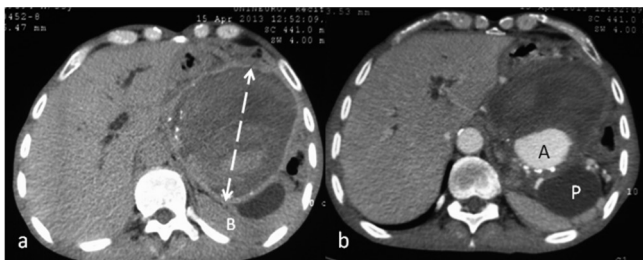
a) TC axial sem contraste revela grande imagem predominantemente cística, ocupando o hipocôndrio esquerdo; b) TC axial pós contraste venoso, confirma o diagnóstico de pseudoaneurisma esplênico (A). Note baço (B) e pseudocisto (P).
